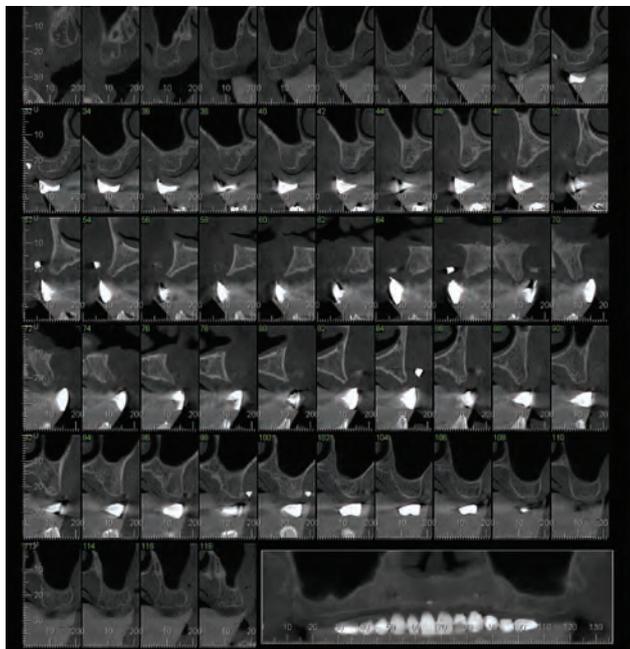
Tomografia computadorizada com o guia em posição
